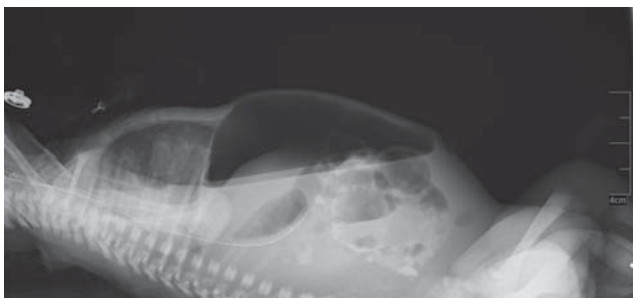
Оглядова рентгенограма органів черевної порожнини у латеропозиції: наявність великої кількості вільного повітря та рідини в черевній порожнині
